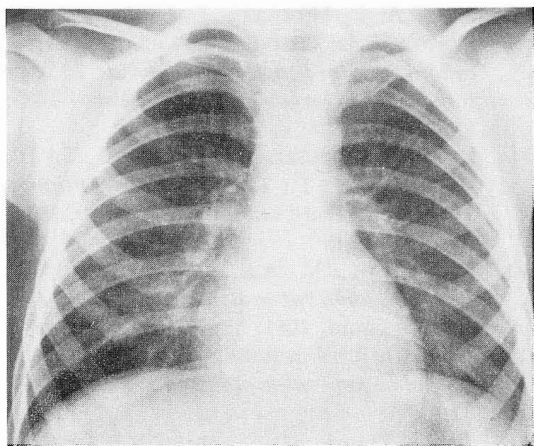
Radiografía de tórax del paciente en el momento del diagnóstico
